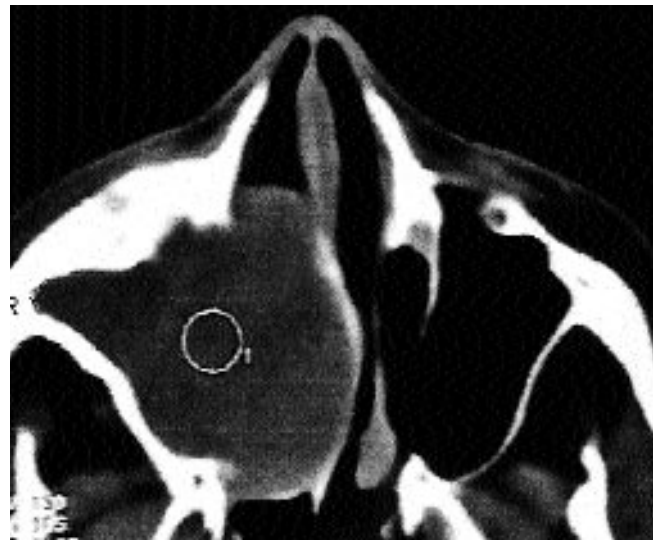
КТ носа и околоносовых пазух в аксиальной проекции: "образование" средней плотности 34-52 ед. Н., заполняющее правую верхнечелюстную пазуху, полость носа через деструкцию медиальной стенки пазухи, смещающее перегородку носа влево.
